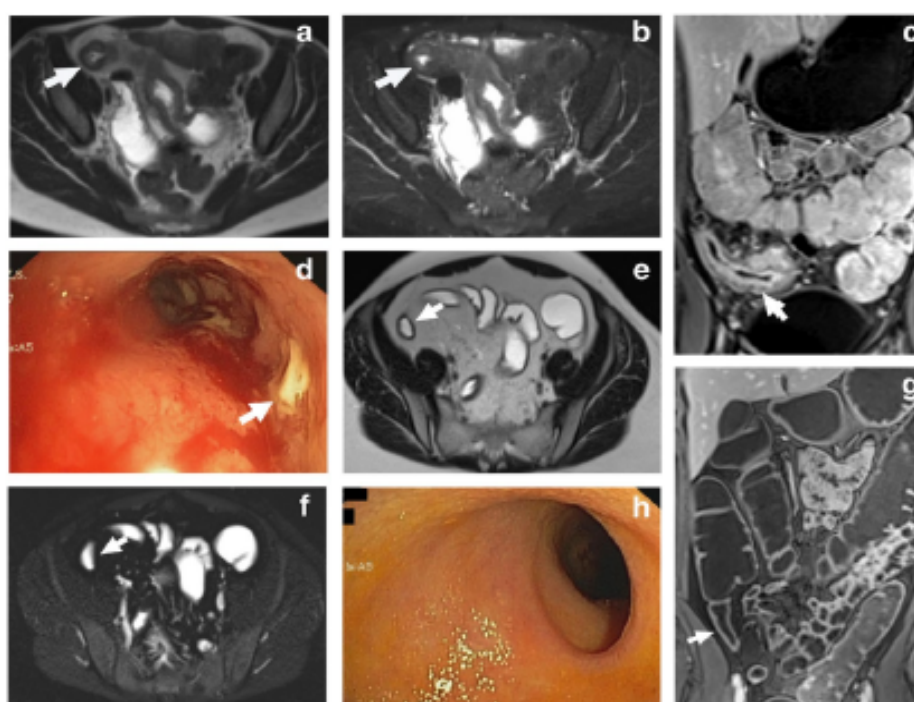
A 46-year-old woman with severe, active Crohn's disease in the terminal ileum. Axial T2-weighted images without fat saturation (a) and with fat saturation (b) show diffuse mural thickening (arrows in a and b) and high signal intensity on fat-saturated T2-weighted images. Contrast-enhanced T1-weighted images (c) show diffuse enhancement of the same segment (arrow). Fat stranding was not identified and the sMaRIA score was 2, whether calculated including contrast-enhanced images or only unenhanced images. Endoscopic image of the terminal ileum in the same patient (d) shows
